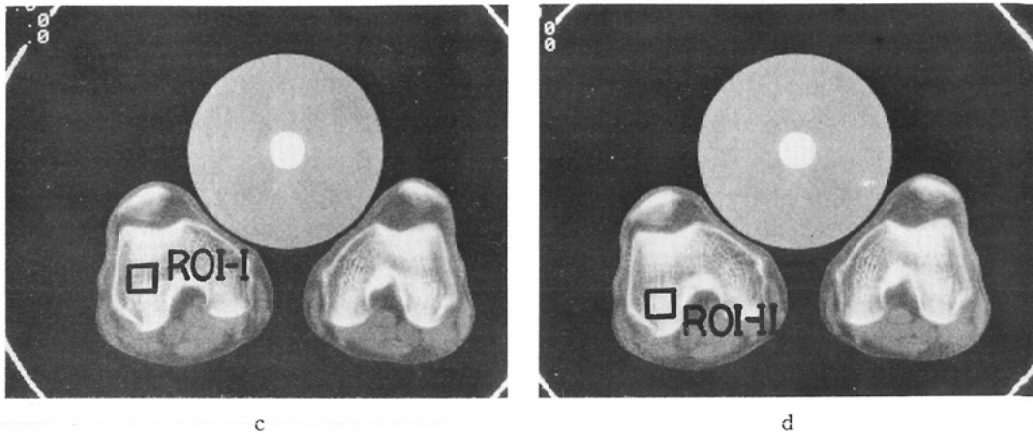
The determination of ROIs in a CT-image of the condyle.
